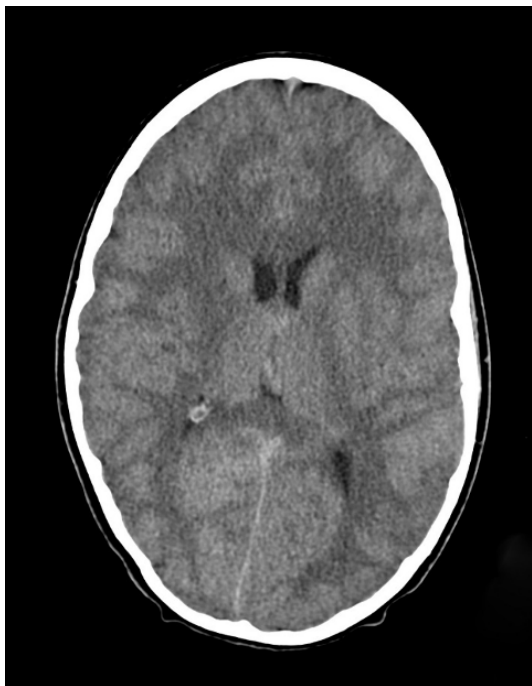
Tomografía computarizada craneal con signos de edema cerebral.
